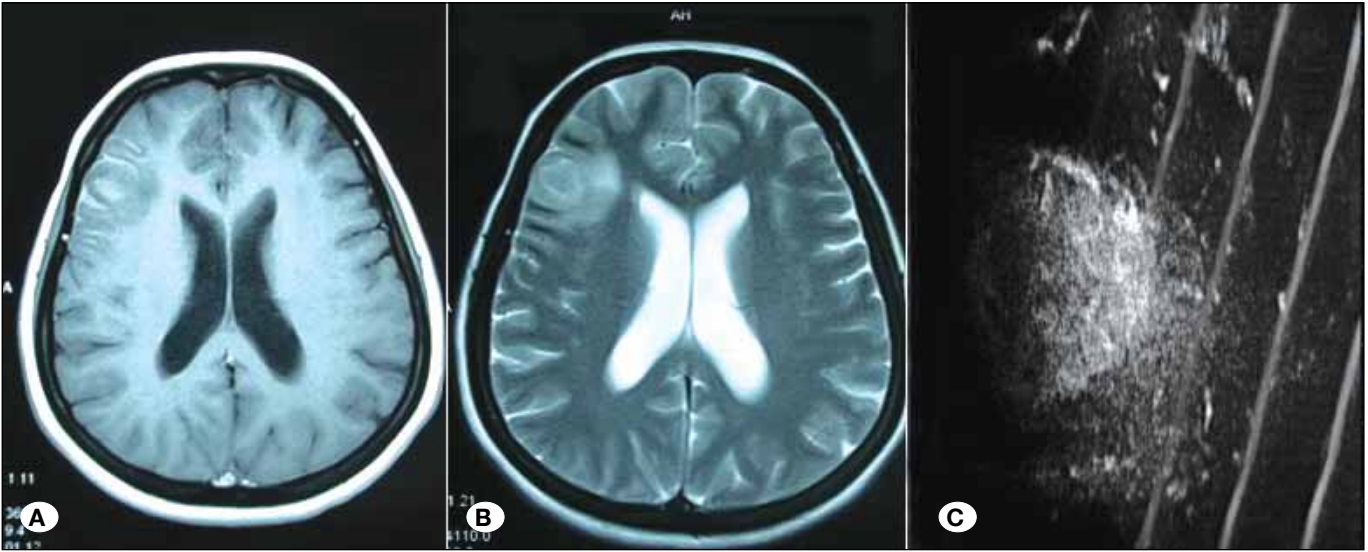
Sol frontal yerleşimli lezyonun T1 aksiyel MR (A), T2 aksiyel MR (B) ve intraoperatif ultrasonografi ile görüntüsü (C).
